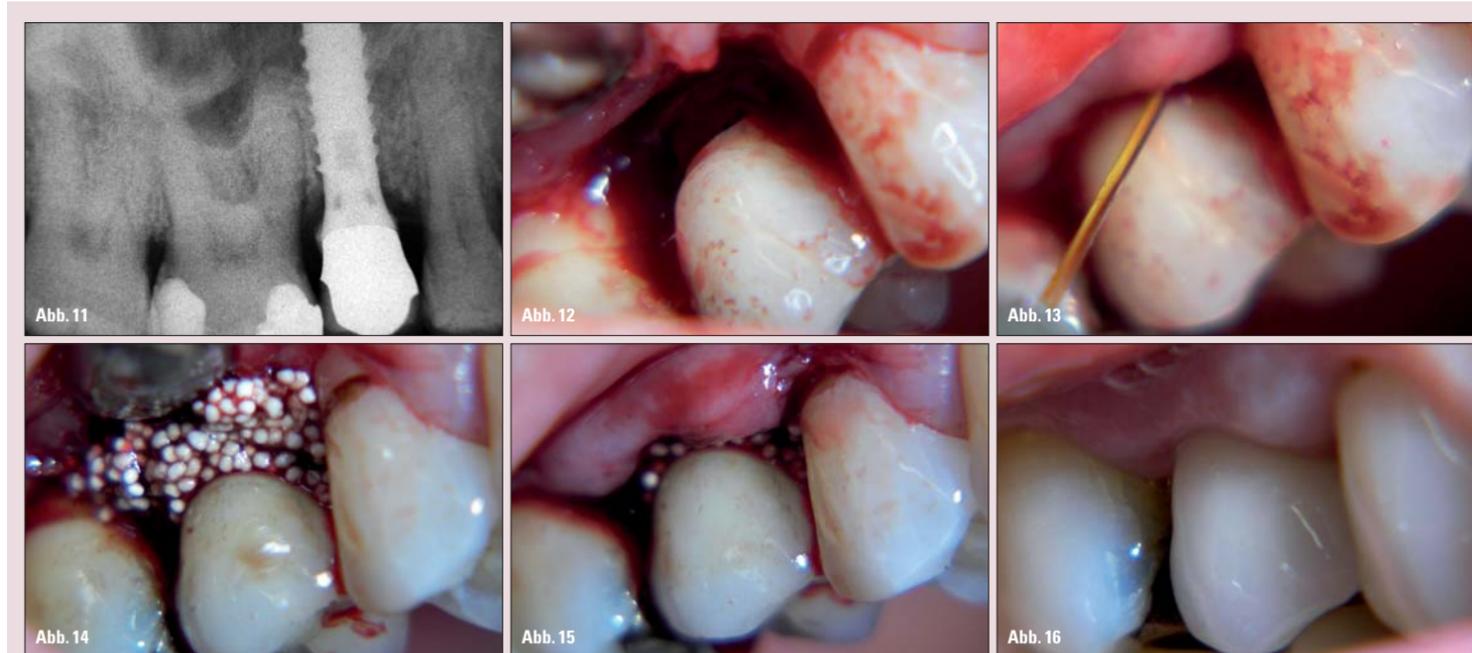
Laserunterstützte Periimplantitistherapie mit einem Knochenersatzmaterial mit Applikationsverbesserung – In der Röntgenaufnahme sind erhebliche vertikale Knocheneinbrüche zu verzeichnen, welche mesial bereits die 50-Prozent-Marke des beschichteten Anteils des Implantates erreicht haben. Nach gründlicher Reinigung der Implantatoberfläche erfolgt eine Laserlichtdekontamination (hier eine mit Diodenlaserlicht – Wellenlänge 810 nm – im cw-mode – 20 Sek. – Leistung 1 Watt) im reinen Dekontaminationsmodus, nicht ablativ. Nach Applikation des Knochenersatzmaterials, welches mit einem Biolinker derart verfestigt wird, dass die Partikel ebenso gut applizierbar sind wie diese zusammenhängend bleiben (easy-graft®), erfolgt der speicheldichte Nahtverschluss. Abbildung 16 zeigt die Zwei-Jahres-Kontrolle bei erfreulicher klinischer Unauffälligkeit.
